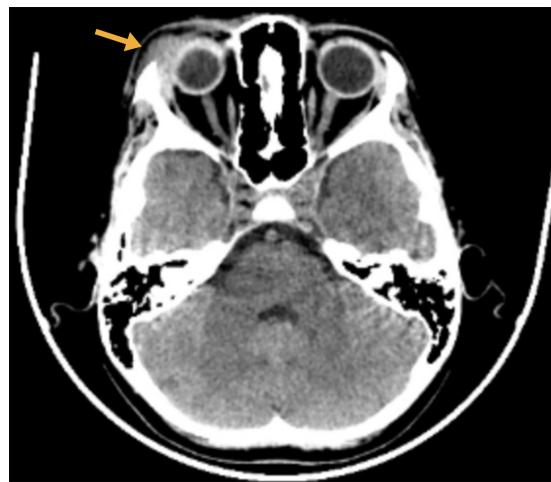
Tomografía axial computarizada de cráneo fase simple con ventana para parénquima cerebral, corte axial a nivel de globos oculares en la que se observa aumento de volumen del plano subcutáneo de la región supralateral del globo ocular derecho, secundario a la presencia de una imagen hiperdensa, mal definida, irregular, con ligera extensión intracanal, la cual no condiciona retracción de las estructuras adyacentes o compromiso del componente óseo (flecha amarilla). El globo ocular derecho conserva morfología y densidad, sin signos de infiltración.
